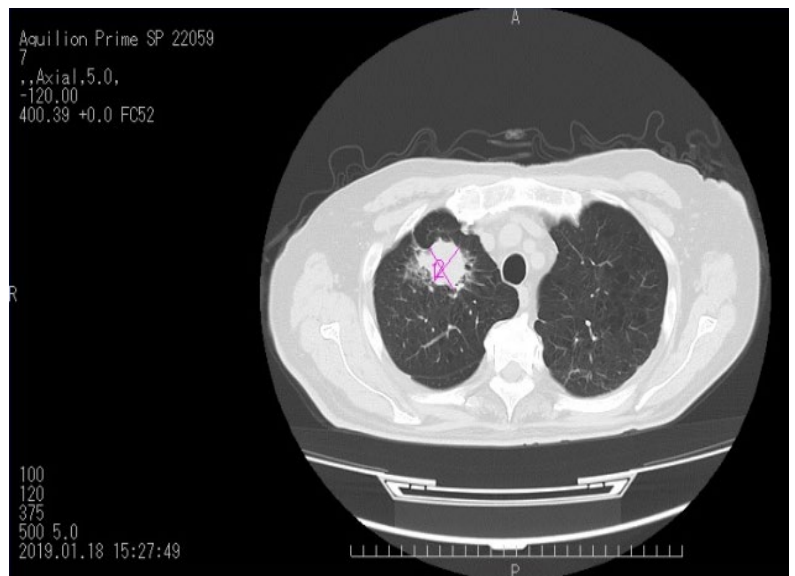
2019 年 1 月 18 日に行われた CT 検査の画像
